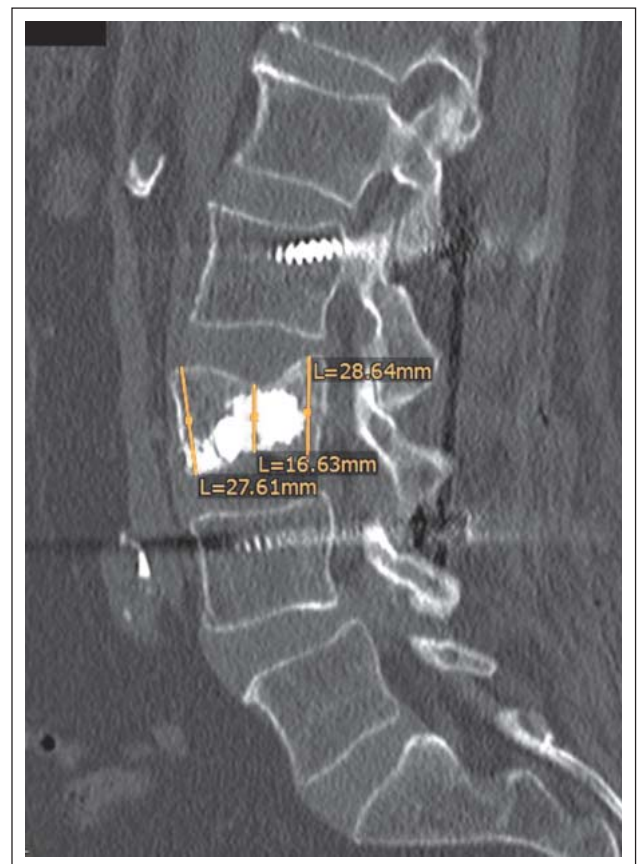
Postoperatives Röntgen zeigt eine Abdichtung des Bruchspaltes und teilweise anatomische Rekonstruktion des Wirbelkörpers bei gleichmäßiger Zementverteilung des RF-kyphoplastierten LWK III ohne Extravasate
